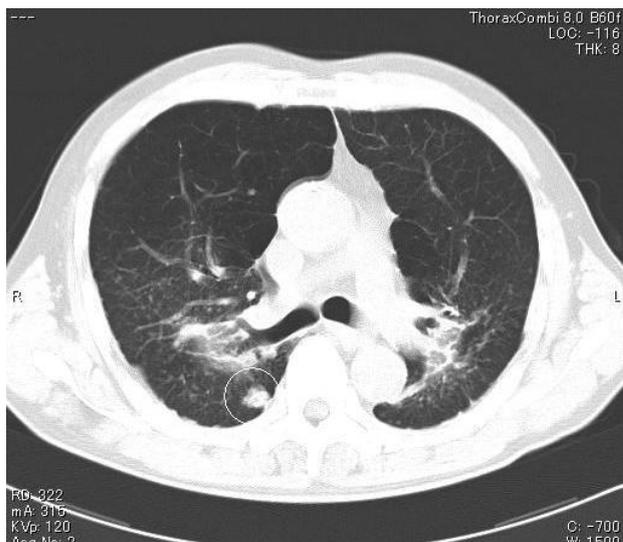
胸部CT： 右S⁶に13mmの腫瘍がみられる。
